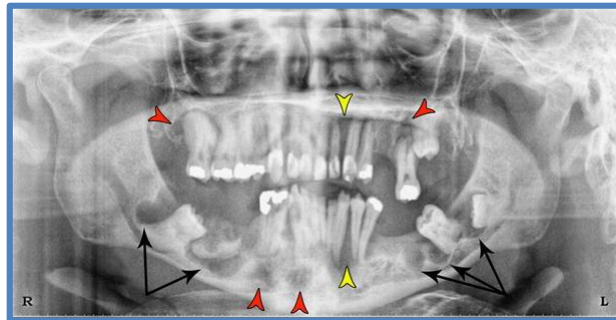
Ortopantomografía donde se observa el tumor en maxilar y en mandíbula con zonas de radiolucidez y radiopacidad.
